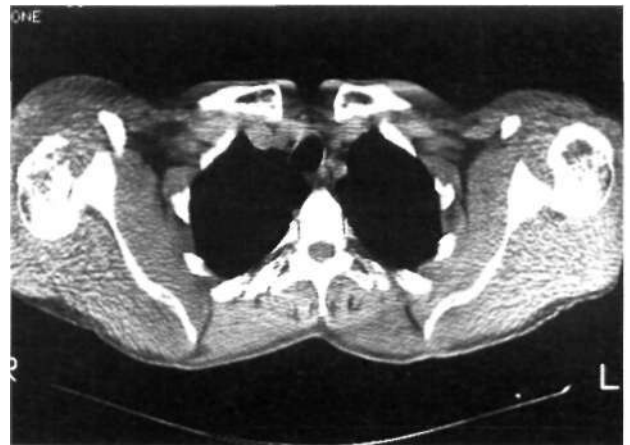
Imagen de TAC que confirma la presencia de una luxación posterior bilateral.
